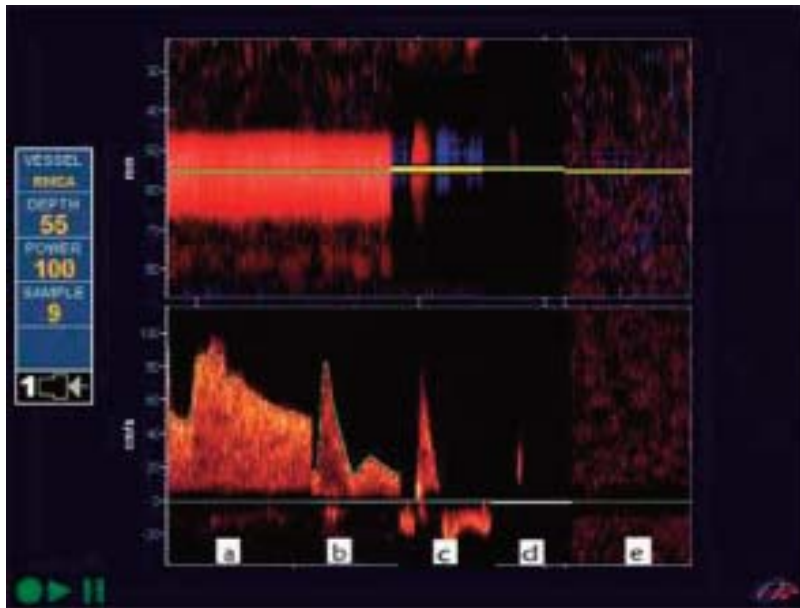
Patrones de sonograma en Doppler Transcraneal: a) curva normal; b) curva de hipertensión intracraneal con disminución de la velocidad de diástole, la sístole adquiere un aspecto puntiagudo; patrones compatibles con ME: c) flujo reverberante; d) espigas sistólicas; e) ausencia total de flujo.
